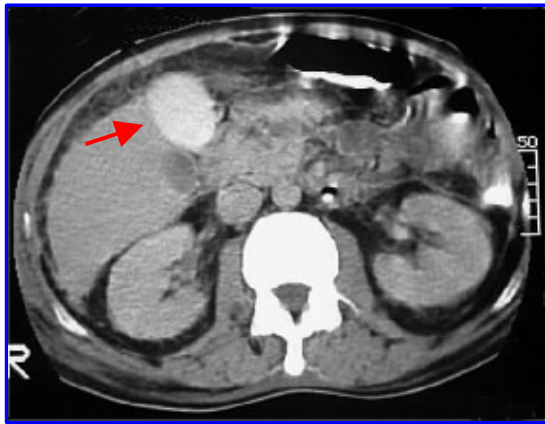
Tomografía computada de abdomen donde se visualiza engrosamiento difuso de la pared vesicular con aumento de la captación de sustancia de contraste.
